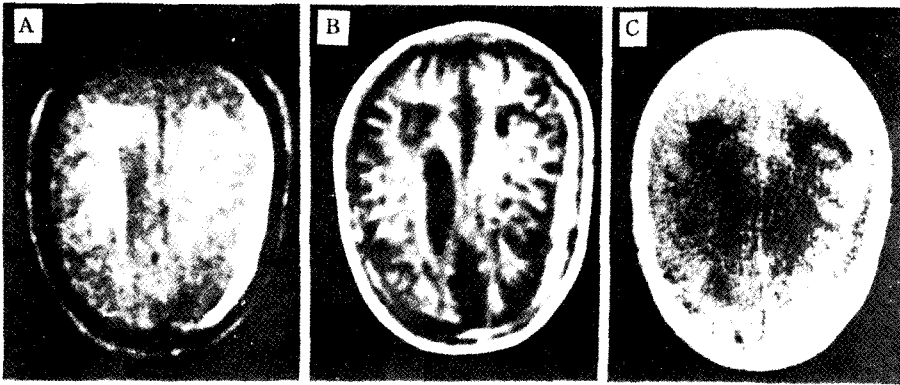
硬膜下出血 (subdural hemorrhage) A. CT, B. IR<sub>1400/400</sub>, C. SE<sub>1080/40</sub>
